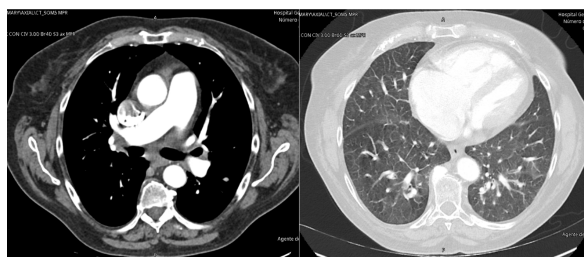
(A-B): TAC en plano transversal. A: se visualiza aumento del calibre de la arteria pulmonar y sus ramas principales, especialmente derecha. B: se visualiza la magnitud del ventrículo derecho, con respecto a cavidades izquierda
